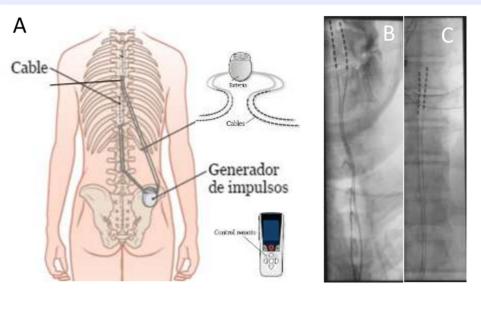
Implante de neuroestimulador bizona. A) Generador y 4 electrodos. B) Radiografia cervical; C) RX lumbar del mismo paciente.
